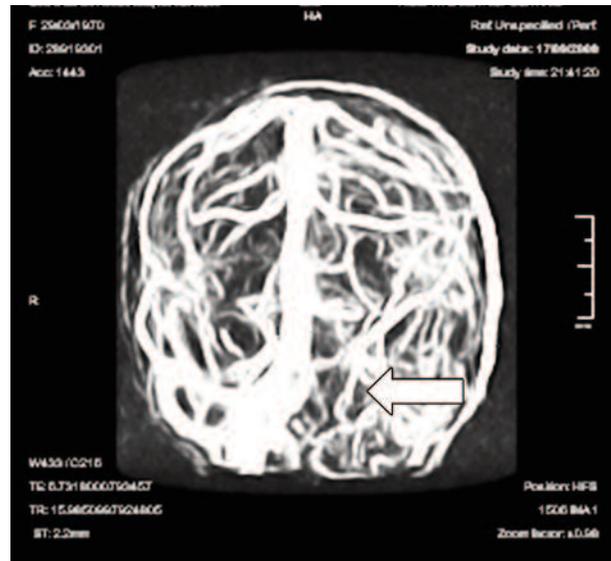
Venoresonancia: ausencia de la porción occipital del seno lateral izquierdo (flecha).
